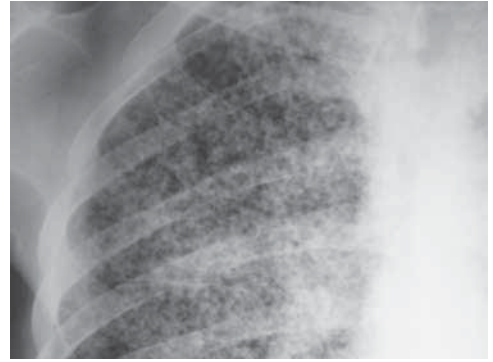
Diseminación hematógica metastásica por carcinoma renal. La radiografía PA muestra nódulos pequeños, pero mayores que en la tuberculosis, no confluentes y rodeados por pulmón aireado.
